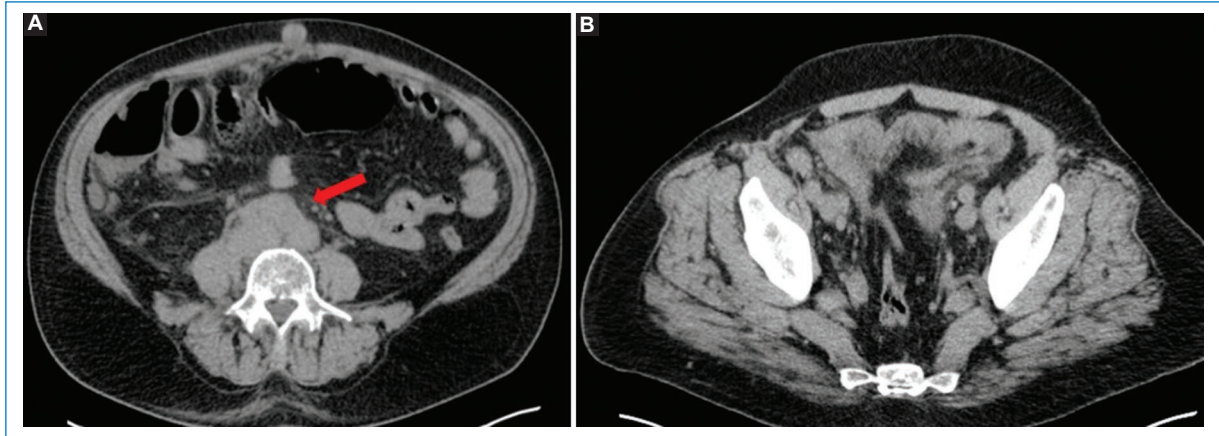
TC sin contraste endovenoso en un caso de LP, con hallazgos que respaldan la sospecha del diagnóstico. Nótese las adenomegalias retroperitoneales y pelvianas (flecha en A), los nódulos peritoneales múltiples y el grosero engrosamiento peritoneal (B).
